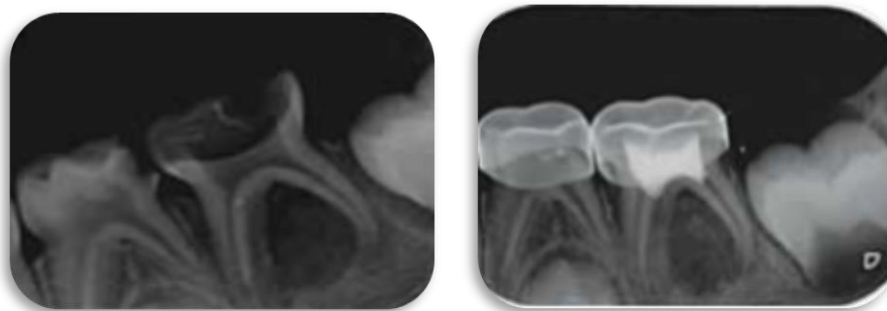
Radiografía inicial y de seguimiento 2do molar inferior deciduo tratado con Pulpotec®. ³²
